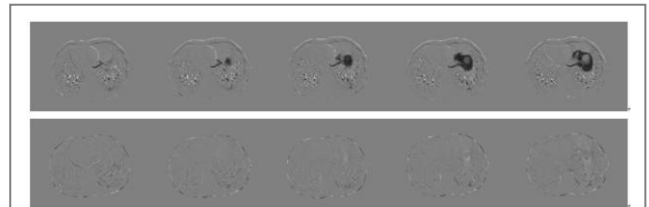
Partial CT images and corresponding ventilation pseudocolor
